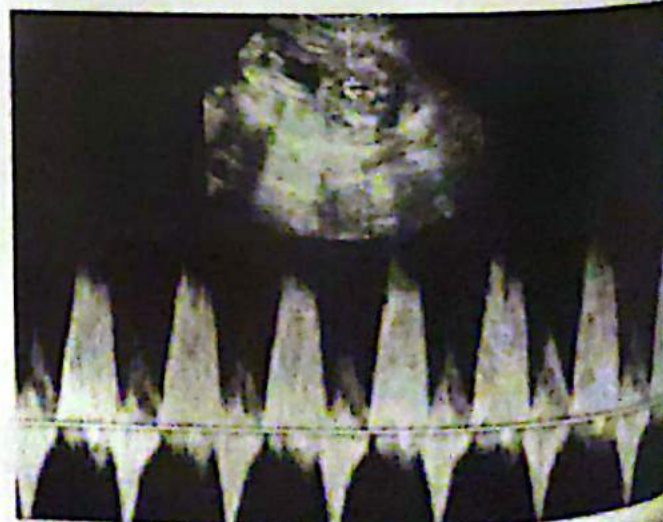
OVF Doppler a nivel de tronco con un marcado reflujo.
